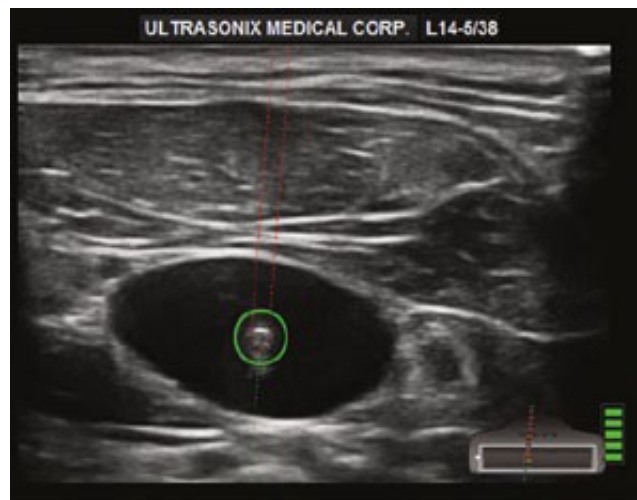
Image échographique en petit axe du fil dans la VJI
